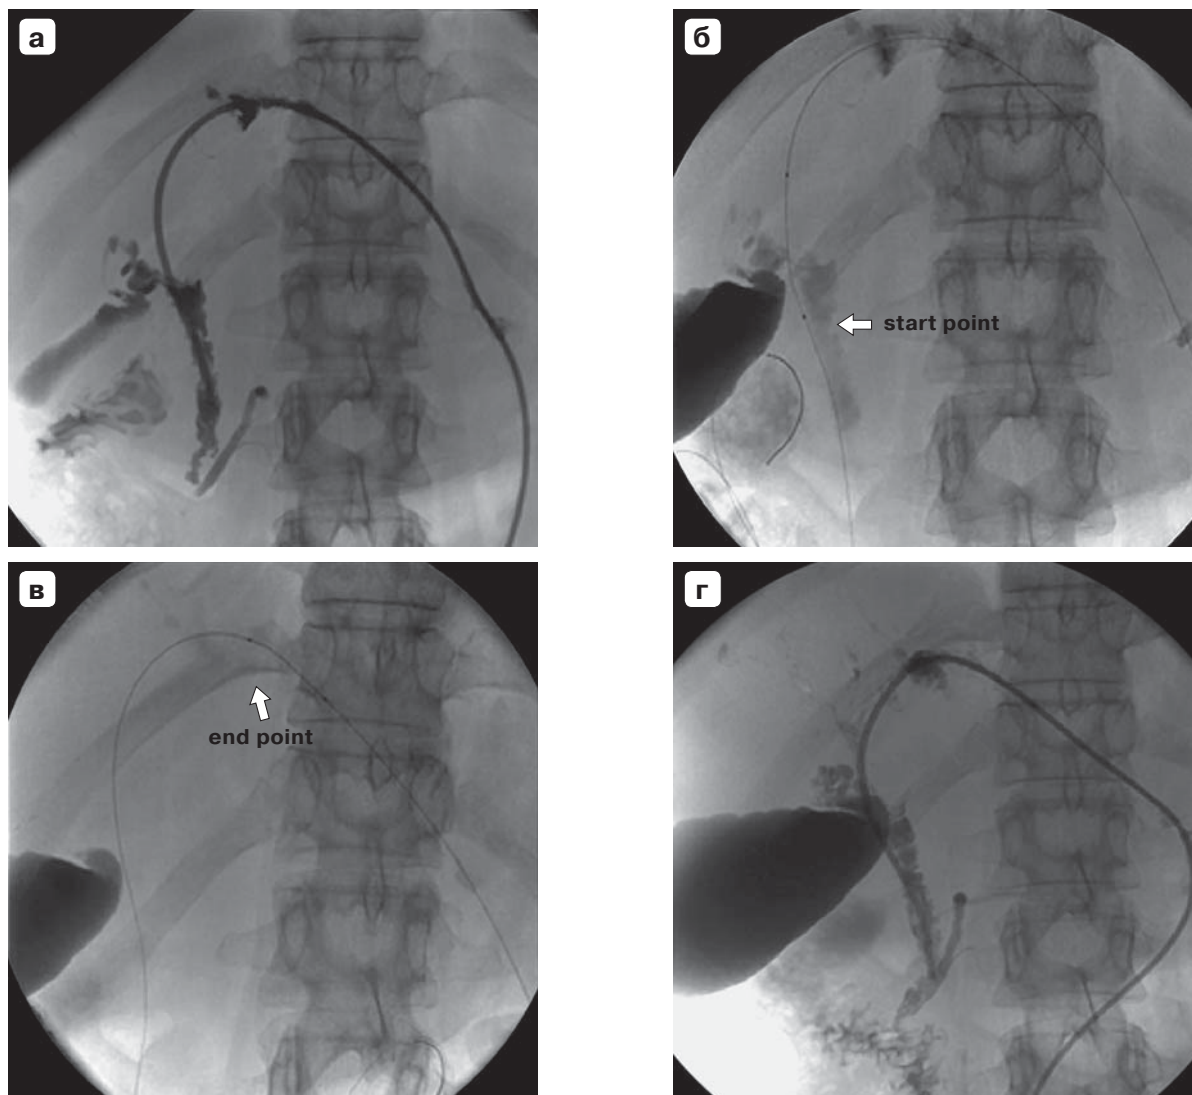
Холангиограммы. Этапы проведения внутрипротоковой ФДТ. а – до проведения процедуры, опухолевая стриктура от пузырного протока до сегментарных протоков печени; б – световод проведен по проводнику, дистальный и проксимальный концы диффузора помечены рентгеноконтрастными метками, начальная точка воздействия указана стрелкой; в – световод в желчных протоках после пошагового облучения опухолевой стриктуры, точка окончания воздействия указана стрелкой; г – после окончания внутрипротоковой ФДТ, контрастный препарат в деформированных протоках обеих долей печени.
